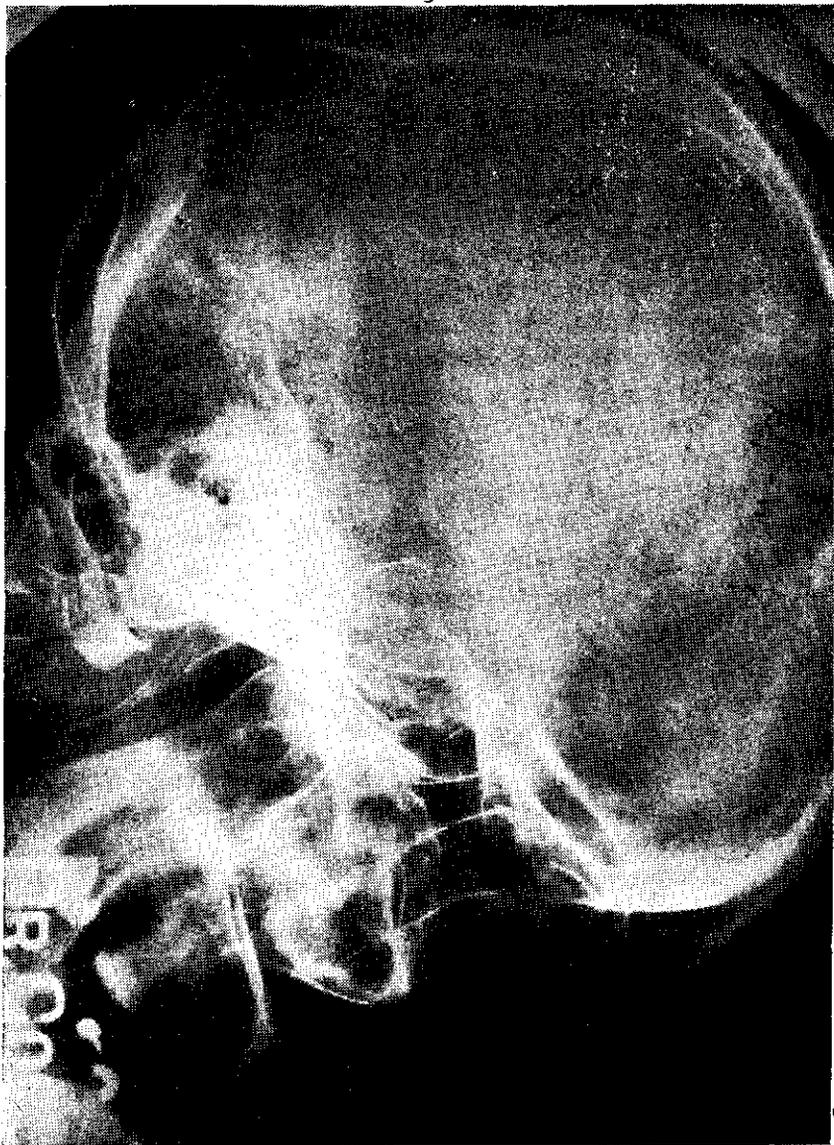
Radiografía simple lateral. Nótese el crecimiento de la silla turca a expensas de todos sus diámetros.
